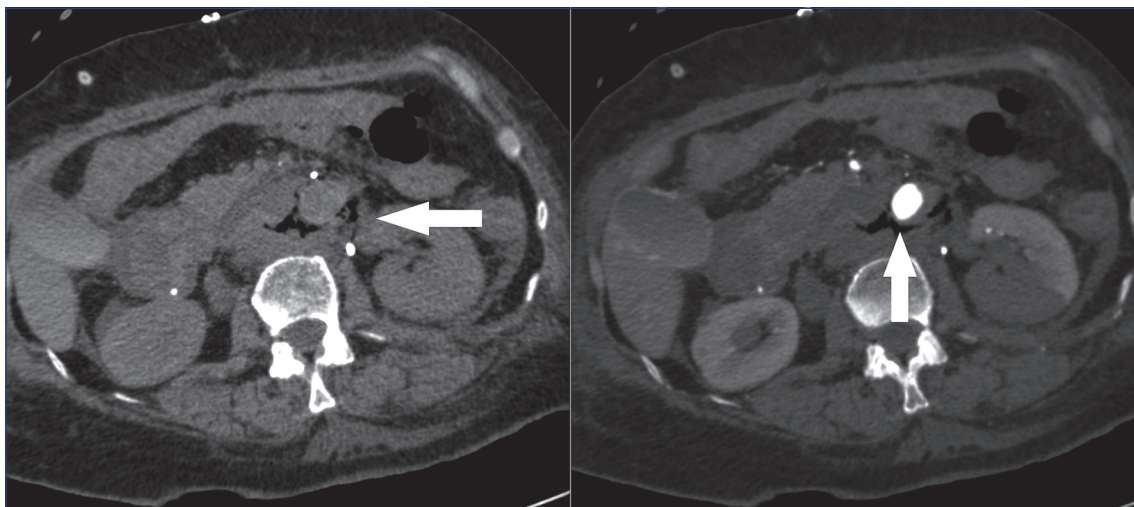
Tomografía que demuestra el cierre de la fístula aorto-duodenal (flecha), con leve edema mural.
